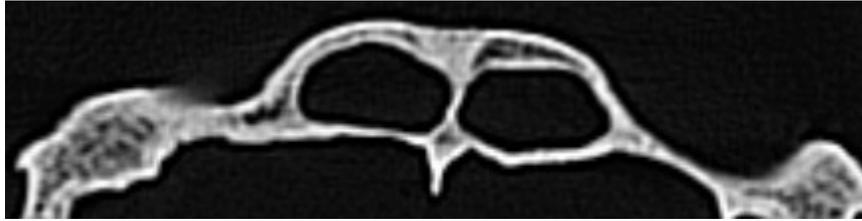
CT vom Schädel Philipp Friedrich Theodor Meckels. Keine Naht. Axiale Ebene.
